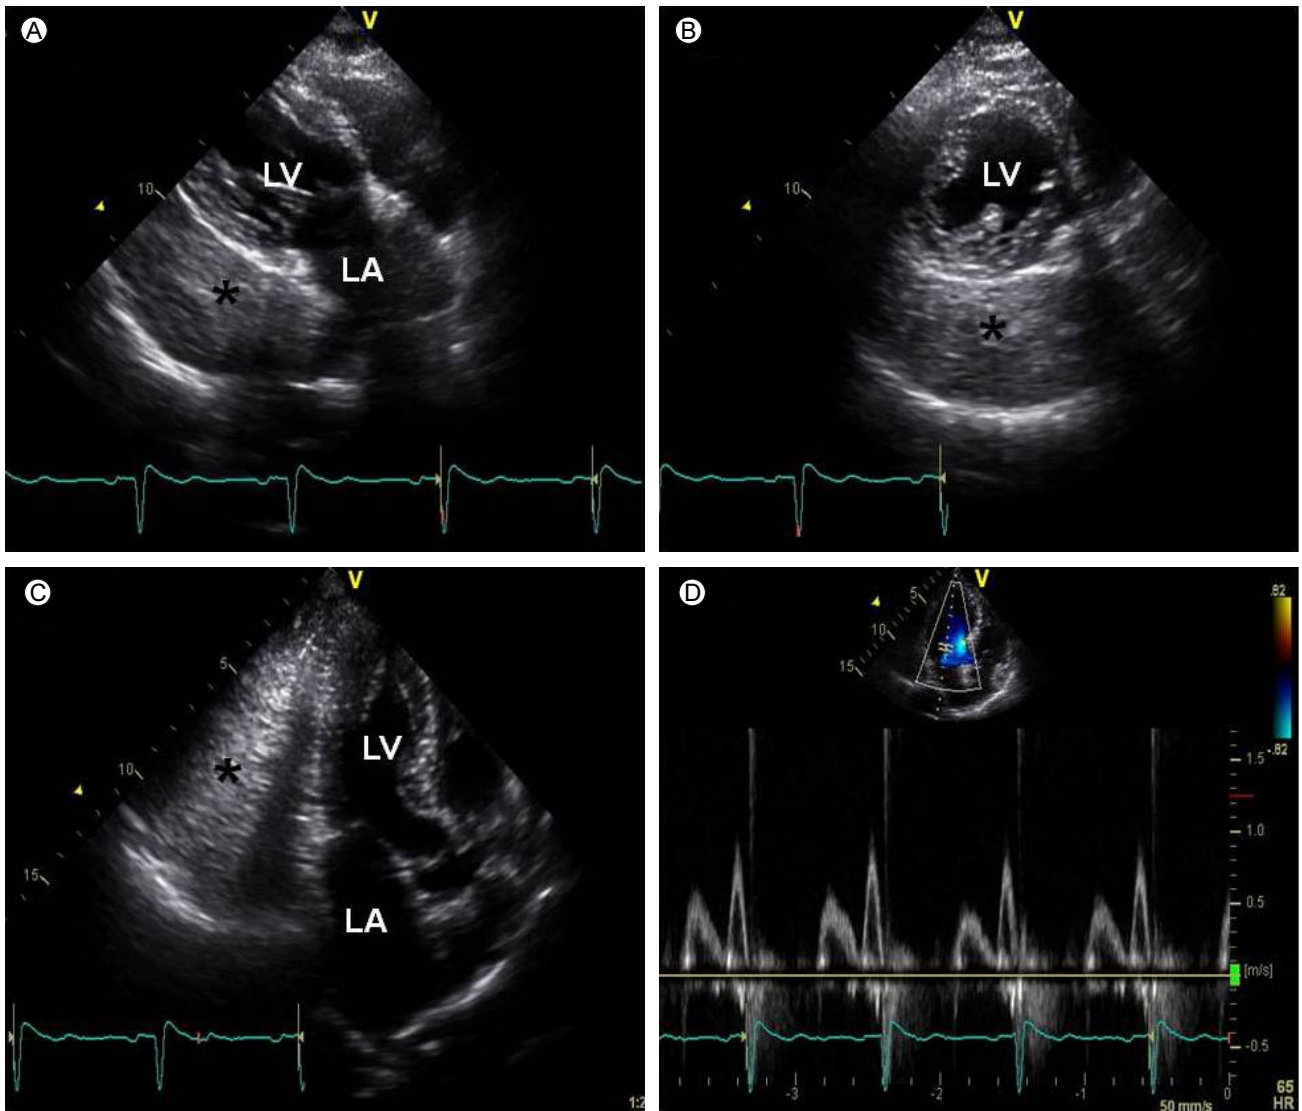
Modified parasternal long axis (A), short axis (B), and apical long axis (C) views by 2D-echocardiography revealed a huge homogeneous echoic mass in the pericardial space along the inferior, posterior, and lateral walls of the left ventricle. Doppler echocardiographic analysis of the mitral inflow indicated a relaxation abnormality without significant flow limitation (D). The asterisk (*) indicates the pericardial lipoma. LV, left ventricle; LA, left atrium.
